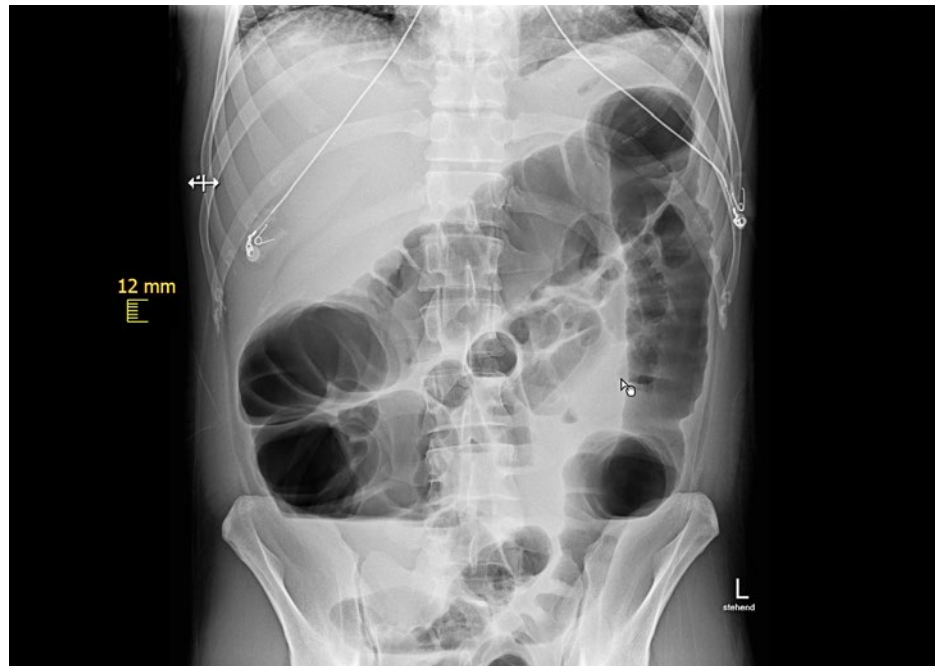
Radiographie native de l'abdomen au 4^e jour d'hospitalisation. Dilatation colique régressive dans tout le côlon et anses grêles remplies d'air.
